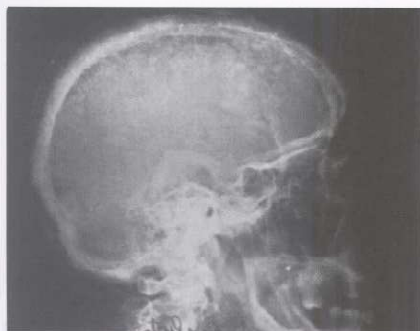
Enfermedad de Paget. Radiografía de perfil de cráneo con hueso de aspecto similar a "copos de algodón" no hay evidencia de diploe.
